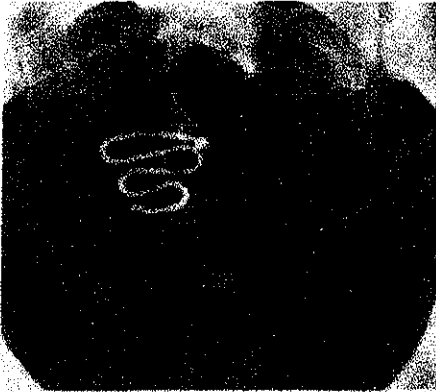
Radiografía que muestra un dispositivo de asa de Lippe bien posicionado. Las asas compactas se deben a la relativa pequeñez de la cavidad interna del útero.
